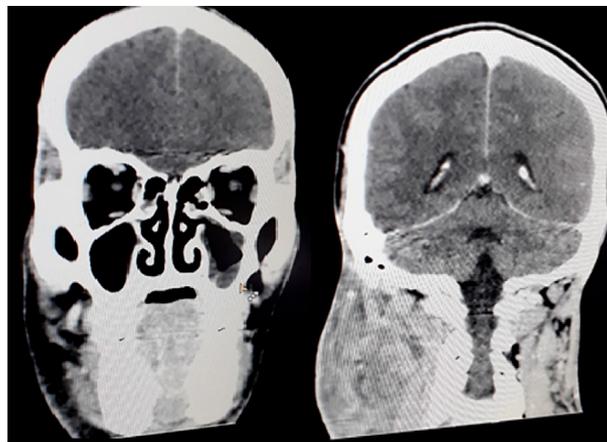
Tomografia espiral multislice Facial sólida mostra tecido sólido na nasofaringe (secreções no seio maxilar esquerdo, em relação à sinusite crônica) e nos pilares tonsilares do hemicneck esquerdo, que reduz a luz das vias aéreas, associada a um conglomerado de adenopatia que infiltra os músculos pré-cervicais ipsilaterais e linfadenopatia nos grupos Ib e II esquerda, somada a essa retenção de secreções no seio maxilar esquerdo e nas células etmoidais esquerdas.
